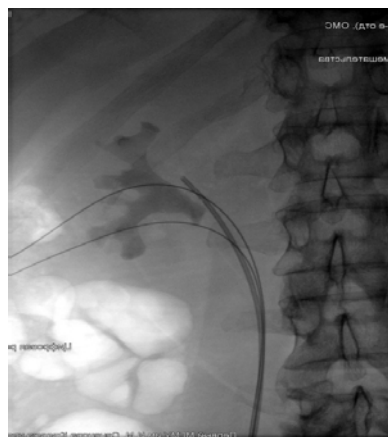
Интраоперационная рентгенологическая картина. В лоханку установлен мочеточниковый катетер
